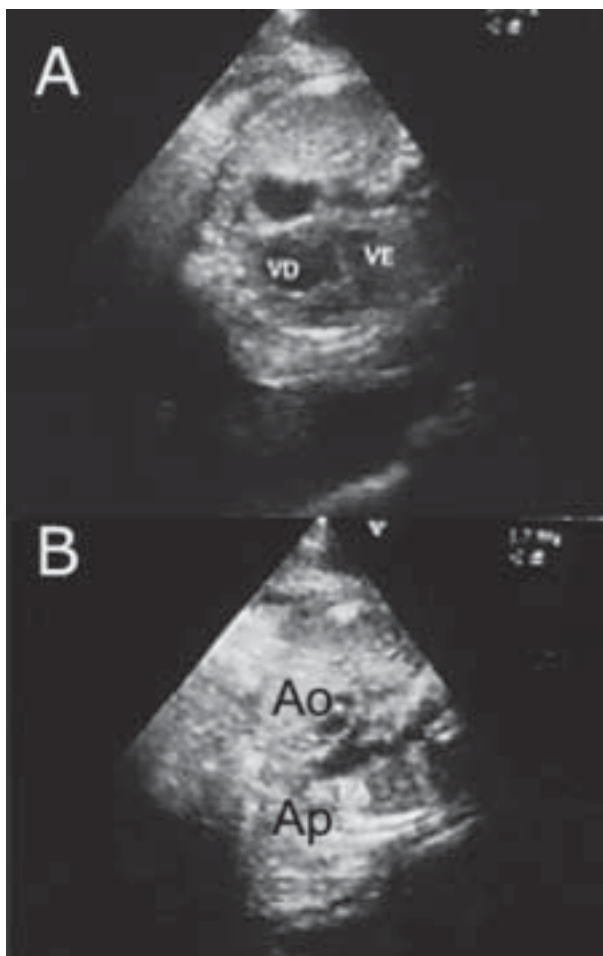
Ecocardiograma fetal plano das 4 câmaras e das grandes artérias. Coartação da aorta. Desproporção ventricular com predomínio do ventrículo esquerdo (VE) sobre o direito (VD) e da aorta (Ao) sobre a artéria pulmonar (Ap).
